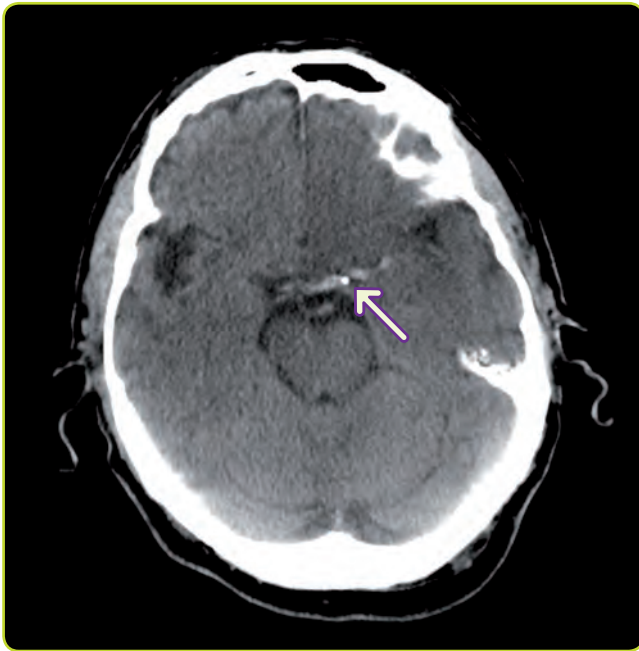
TC craneal que muestra signo de la arteria cerebral media hiperdensa en un infarto agudo de la ACM izquierda.
